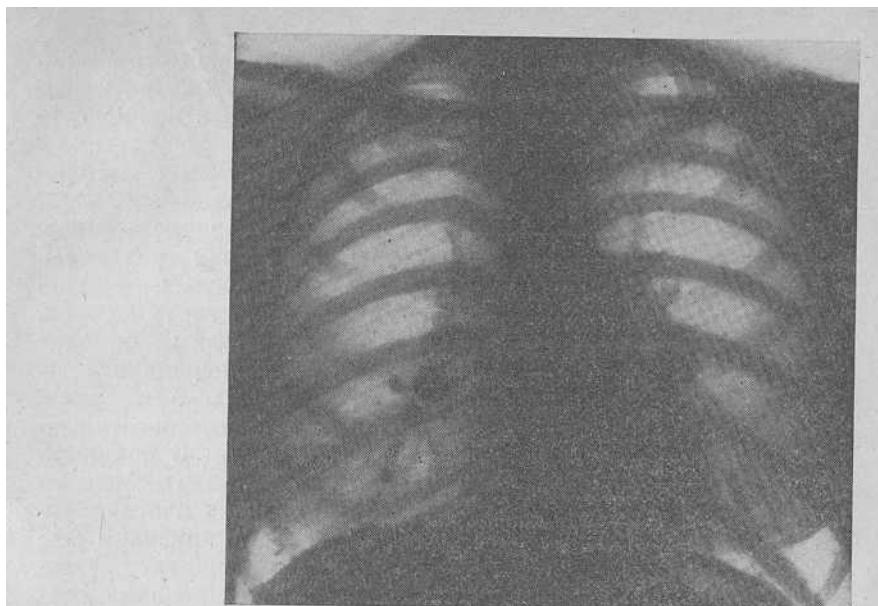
Очаг Гона в правом легком. Рентгенограмма.
